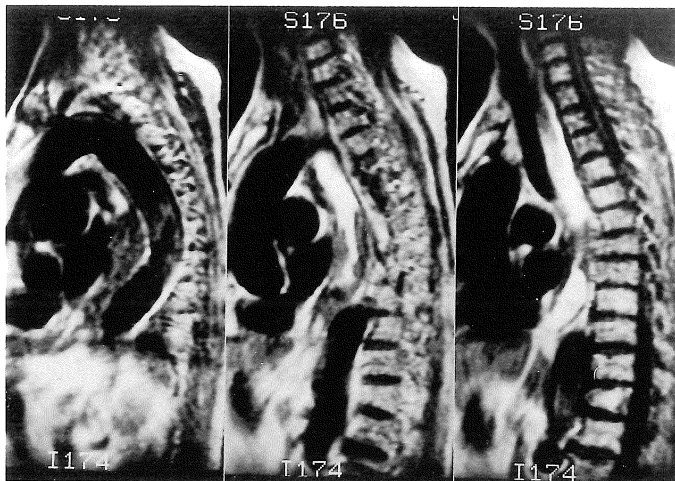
Sagittal MR images with the oral contrast agent of the patient. Opacification of the esophageal lumen at the level of esophageal cancer is obviously visualized.
